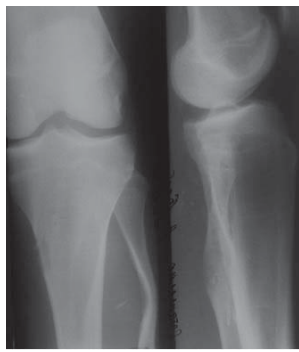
Рентгенограма дитини О., 16 років, після оперативного втручання
